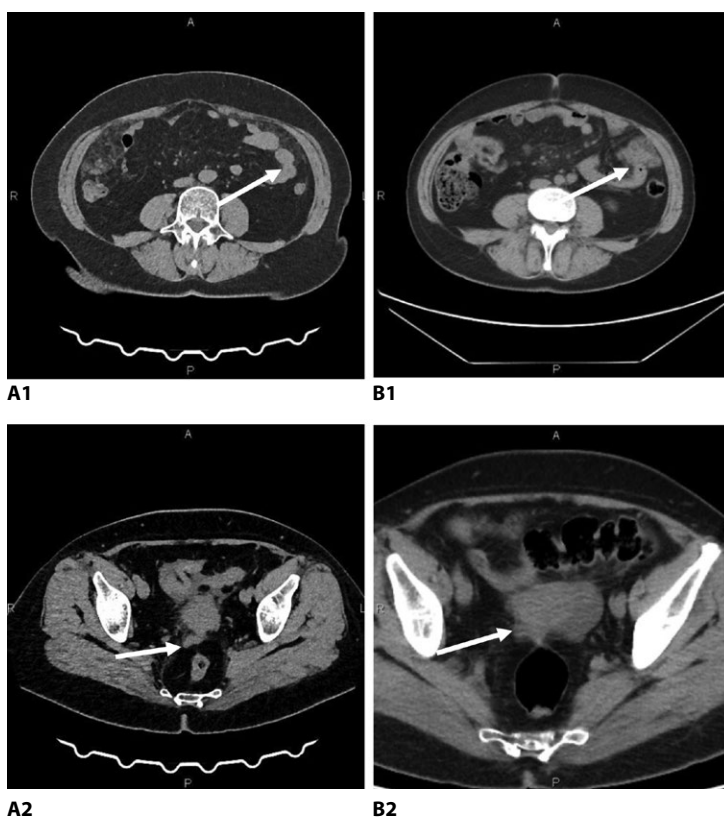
Сравнение данных компьютерных томограмм органов брюшной полости и таза от октября 2024 года (A1, A2) и февраля 2025 года (B1, B2) соответственно
